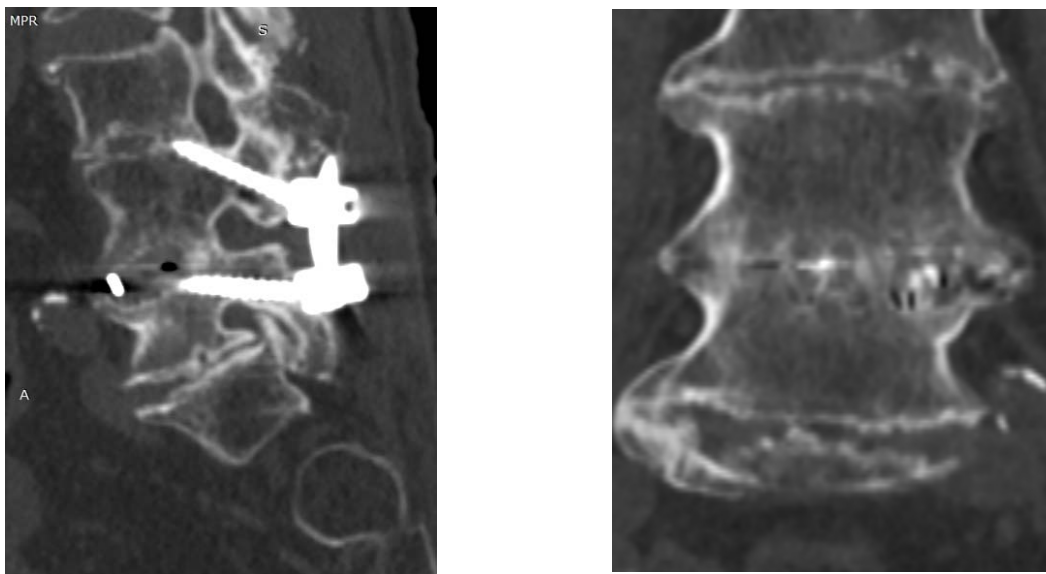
Investigația CT realizată la 3 ani după operație vizualizează regresia pseudartrozei cu formarea unei fuziuni intersomatice solide
